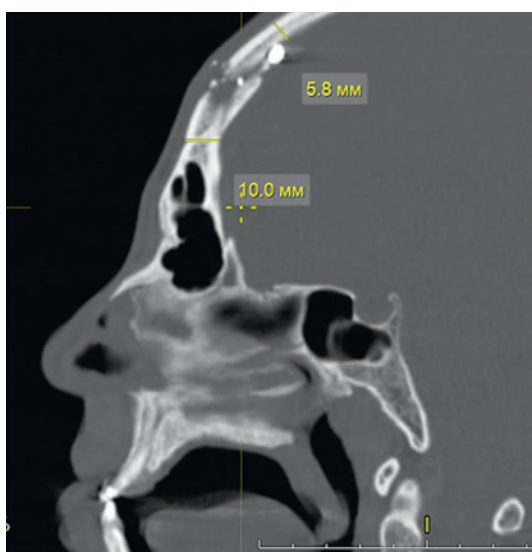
Пациент Г., 40 лет: МРТ мозгового отдела черепа с дефектом лобной кости и инородным телом в сагиттальном синусе
